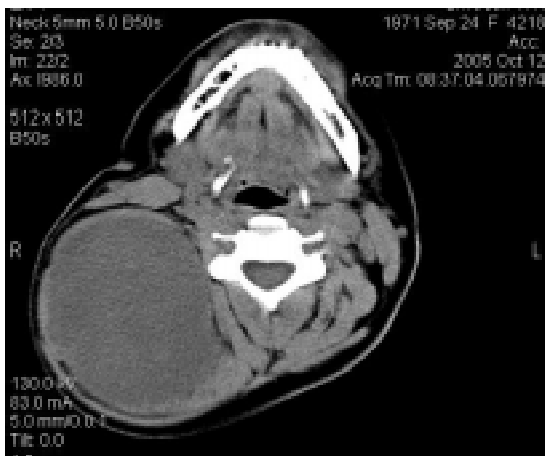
Комп'ютерна томограма хворої: новоутвір правої половини шії з чіткими контурами
